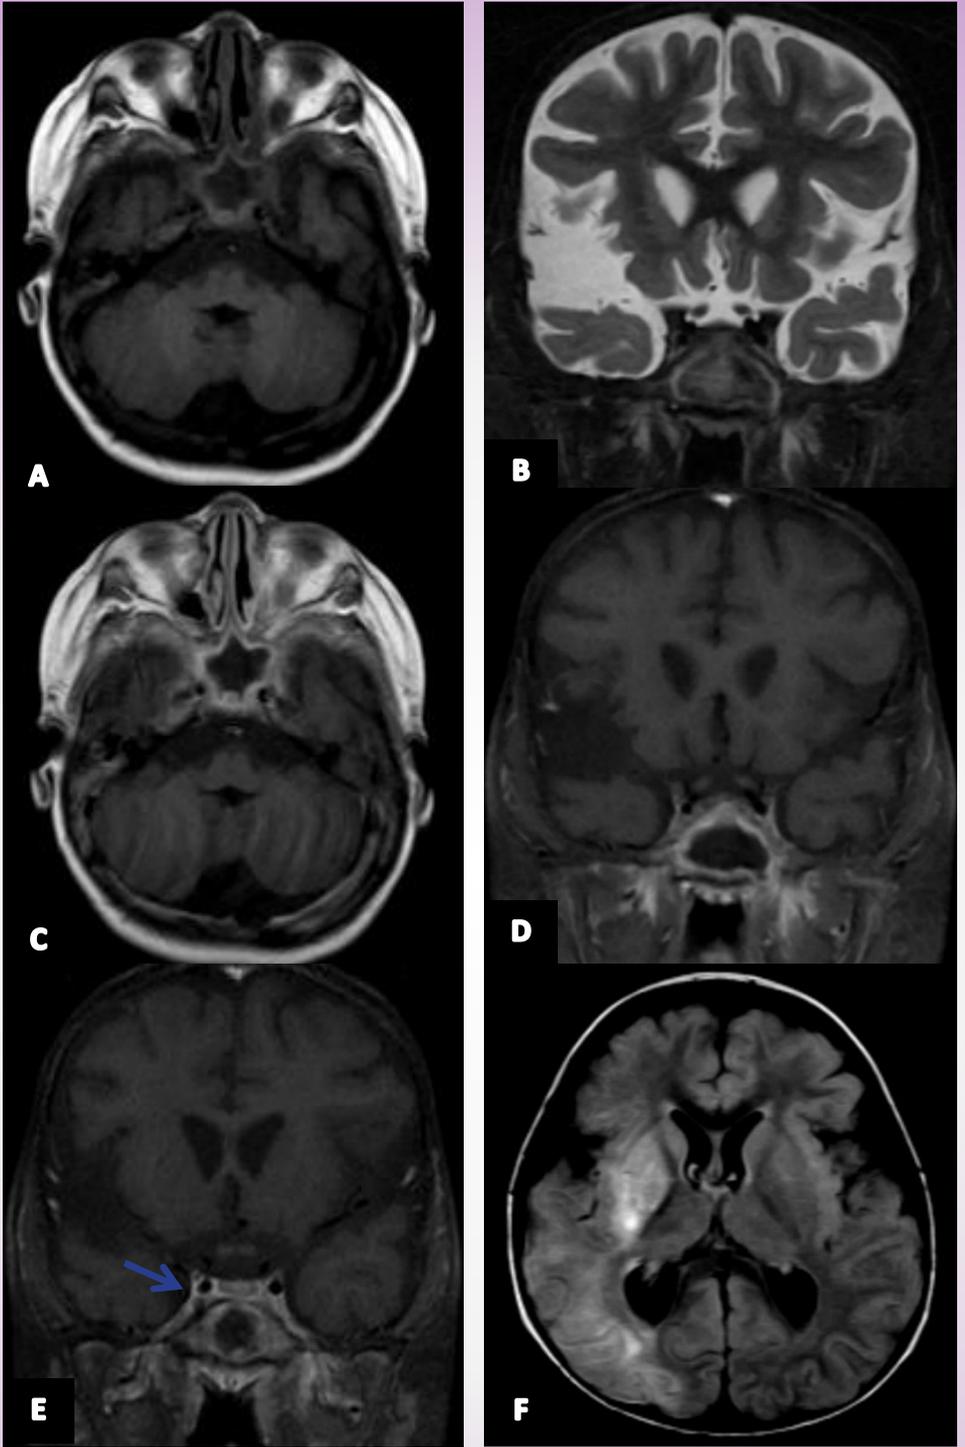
RM de cráneo y macizo facial. A: secuencia axial T1 donde se ve el seno esfenoidal ocupado por un material con señal hipointensa. B: Secuencia coronal T2 con saturación grasa que muestra que el mismo es iso/hipointenso. C y D: secuencias T1 axial con gadolinio y T1 coronal FAT-SAT con gadolinio que muestra realce de la mucosa del seno esfenoidal. E: T1 coronal FAT-SAT con gadolinio, que muestra un realce sutil de las paredes de la arteria carótida cavernosa derecha que no se observa en la contralateral (flecha). F: FLAIR axial que muestra lesión hiperintensa cortico-subcortical en relación a infarto hemisférico derecho.
